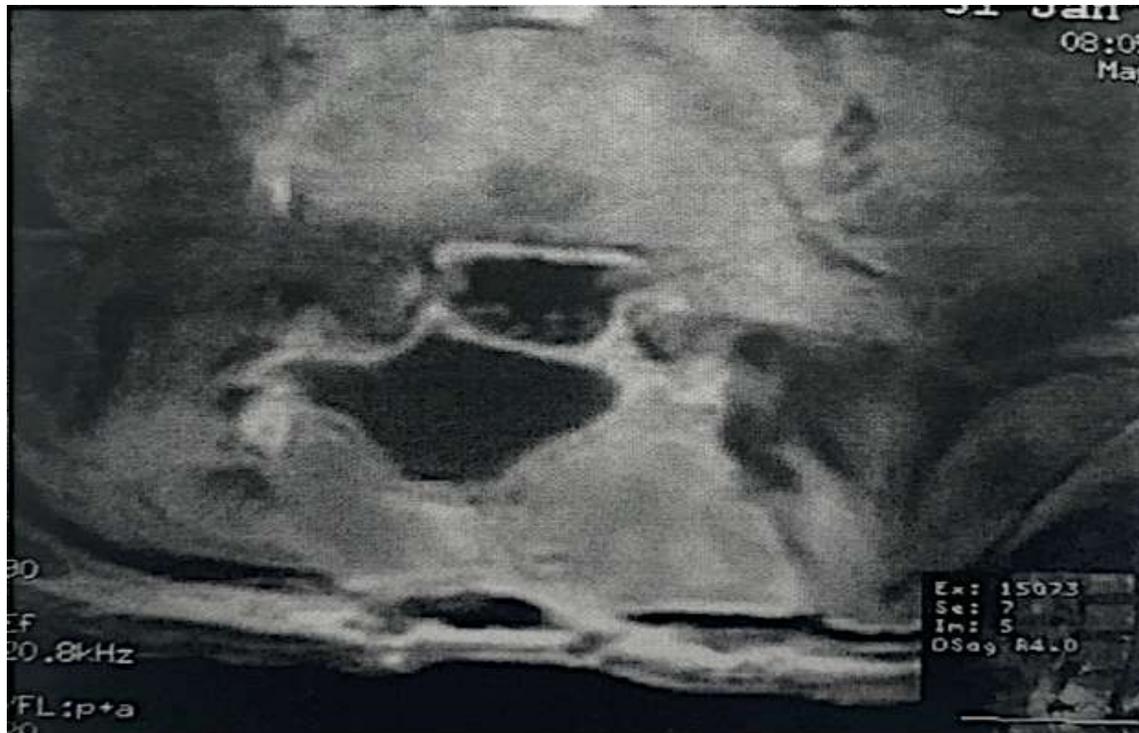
IRM lombaire montrant une spondylodiscite L4-L5 post opératoire.
